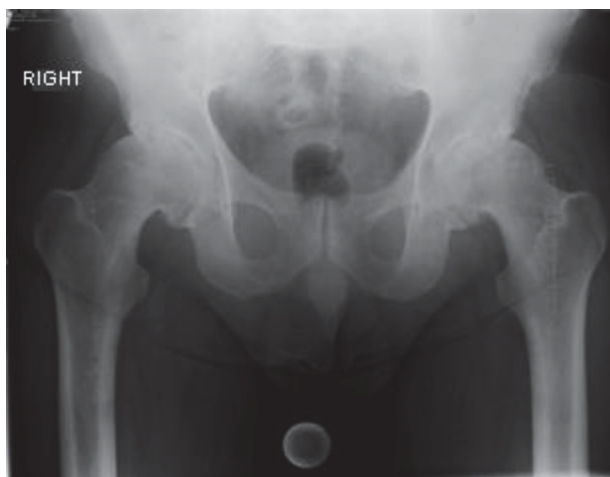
A/P X-rays of the pelvis showing a bilateral pistol grip deformity of the proximal femur.
